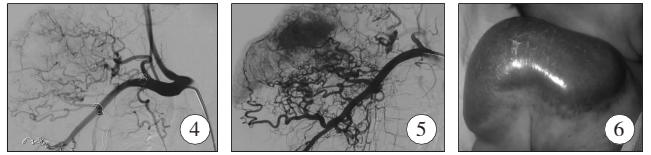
强化 CT 表现; 图 2 强化 CT 三维成像可见异常粗大静脉; 图 3 动脉造影表现; 图 4 栓塞后造影表现; 图 5 栓塞治疗后残存细小动脉; 图 6 KMS 典型瘤体表现
